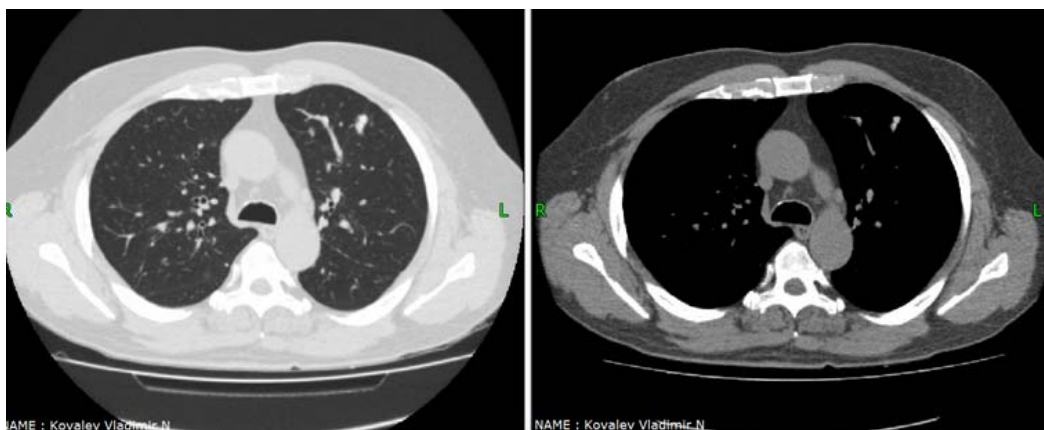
Компьютерная томография (множественные очаги костной плотности)
